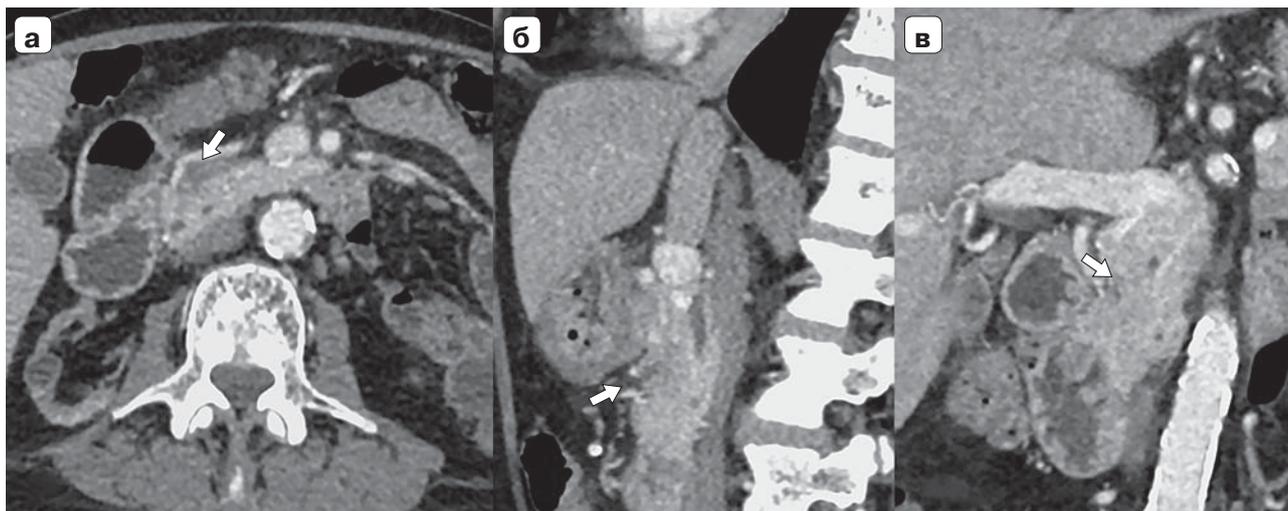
Компьютерные томограммы. Исследование через 6 мес после РЧА: а – аксиальная проекция; б – сагиттальная проекция; в – фронтальная проекция. Виден участок с неоднородным контрастированием без гипervasкулярного компонента. Стрелками указана зона РЧА.
